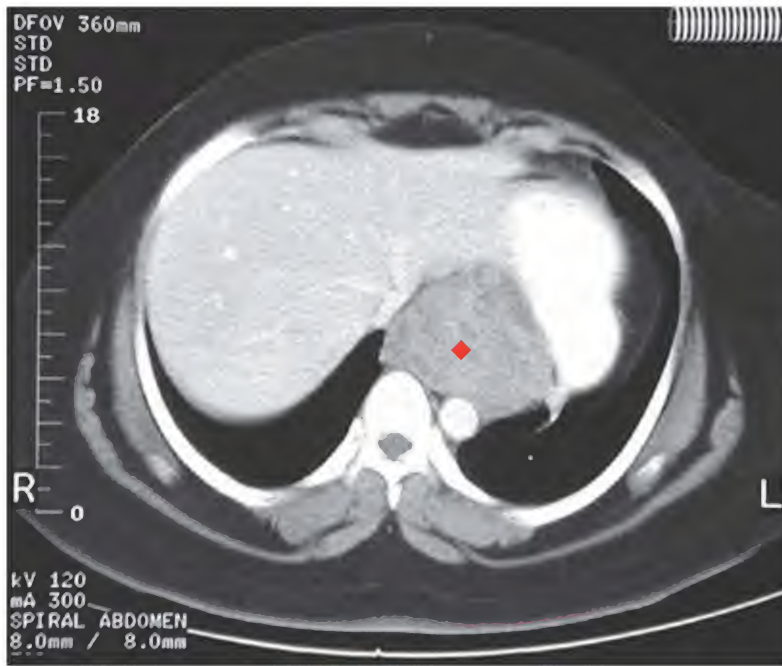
Tumor estromal gastrointestinal, tomografía computarizada abdominal
